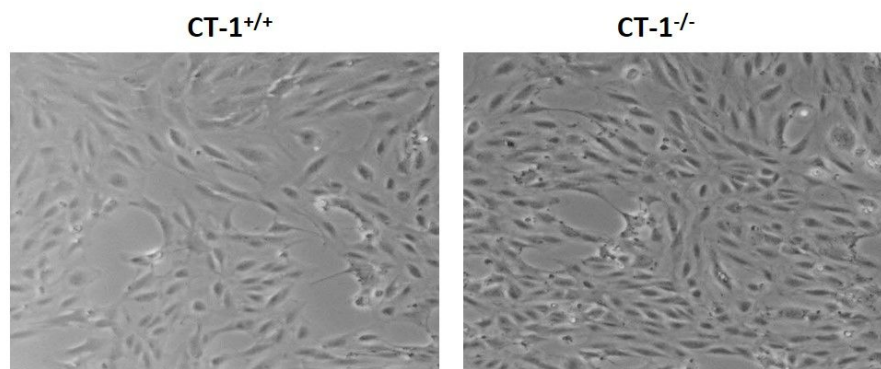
Células epiteliales tubulares renales CT-1^{+/+} y CT-1^{-/-} en cultivo. CT-1: cardiotrofina-1. Magnificación original: 100X.
